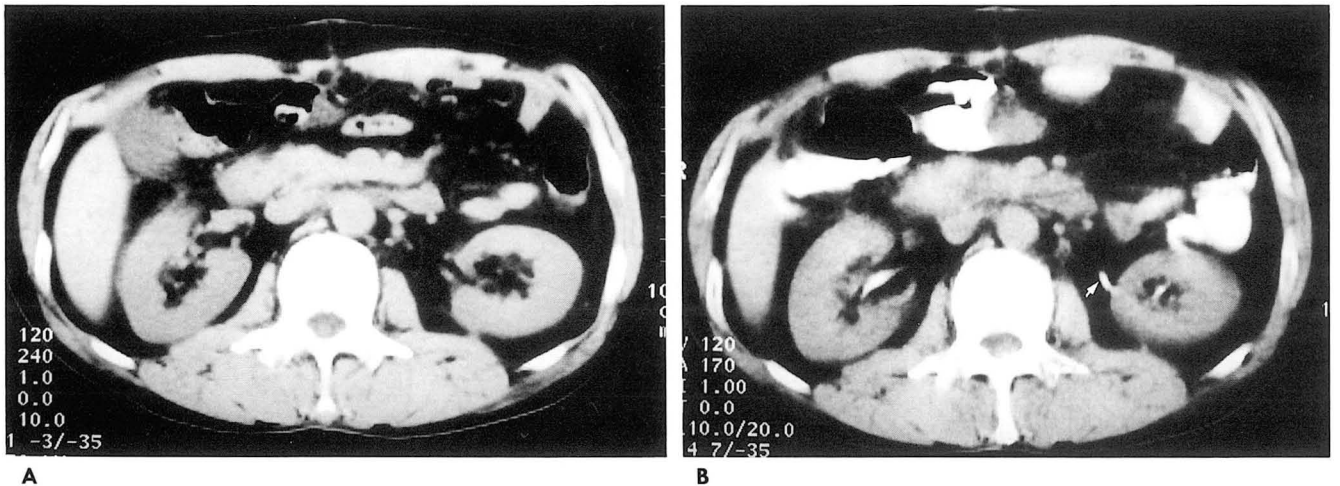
Transaxial CT scans at the level of both kidneys before (A) and 1.5 h after (B) oral administration of Gastrografin. Both renal collecting systems and left proximal ureter (arrow) were opacified 1.5 h after oral administration of Gastrografin.
